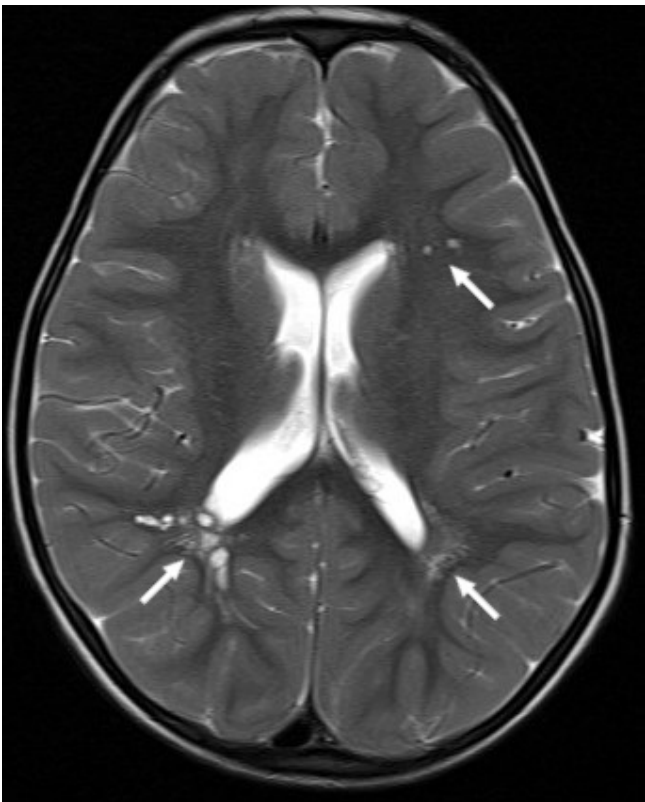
Axial T2-weighted image shows enlarged perivascular spaces in the periventricular region (arrows).
